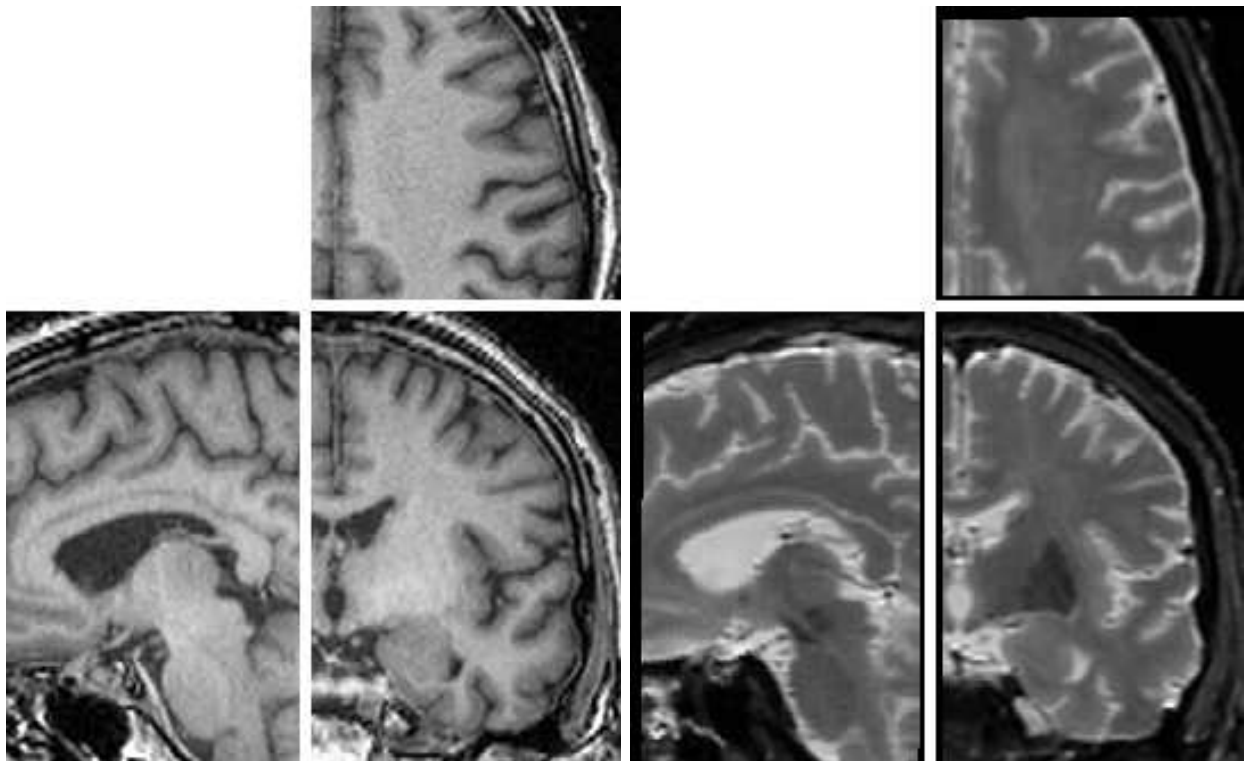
A gauche : acquisition IRM axiale post mortem pondérée en T1, centrée autour des noyaux subthalamiques ; à droite : recalage de l'image IRM post mortem pondérée en T2, rééchantillonnée dans la géométrie de l'image IRM pondérée en T1. On distingue nettement certaines régions des ganglions de la base, comme par exemple le putamen ainsi que le globus pallidus, alors qu'elles sont pratiquement invisibles en pondération T1.*
